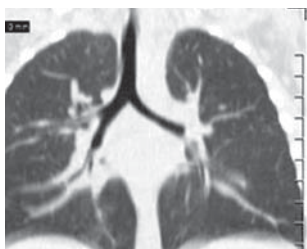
Пациент М., 2 года, после удаления ИТ левого главного бронха: МСК-томограмма (фронтальный и сагиттальный срезы)
